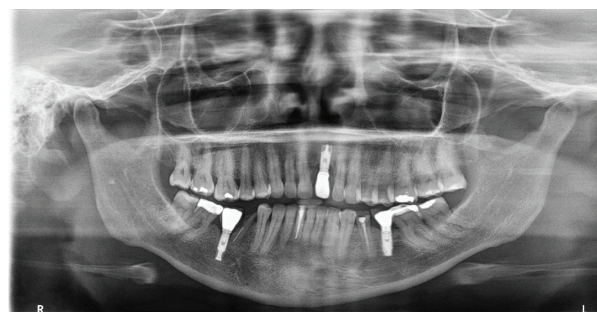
Radiografia panorâmica de 12 meses após a segunda intervenção cirúrgica.
